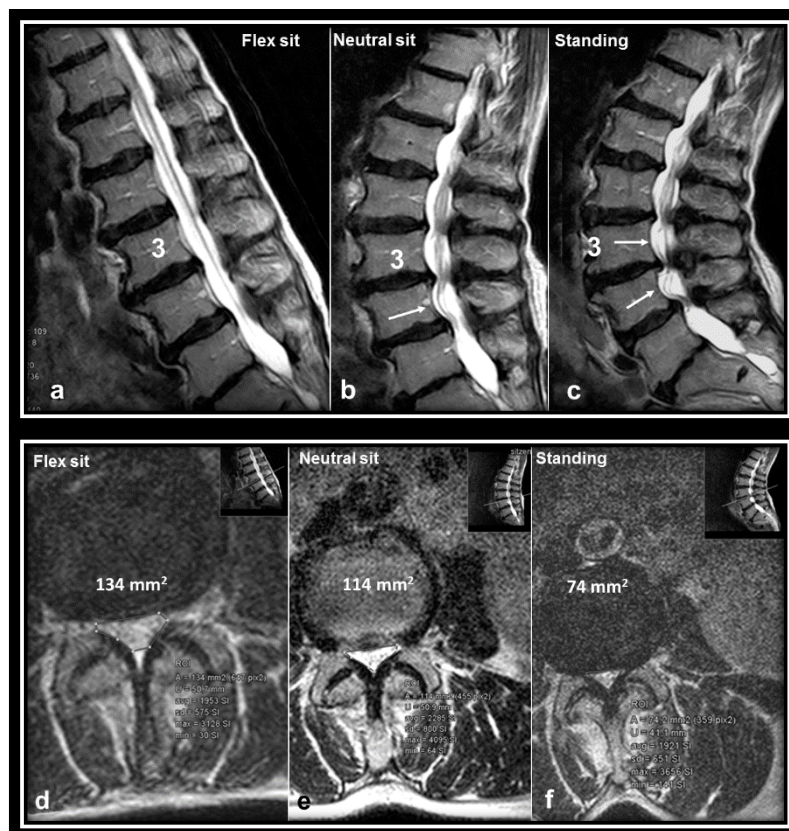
funktionelle T2WI-MRT-Bilder einer SKS L3/4. a. und d. in Inklination: keine zentrale SKS b. und e. neutrale Position: mäßige SKS L3/4. c. und f. in Reklination: eindeutige SKS L3/4. Quelle: Privatpraxis für Upright MRT, Dr. med. Stella Ebert, Theodorstr. 42, 22761 Hamburg; url: <https://www.mrthamburg.de/fuer-zuweiser/fallbeispiele/> [Stand: 01.04.2020, 20:10].
